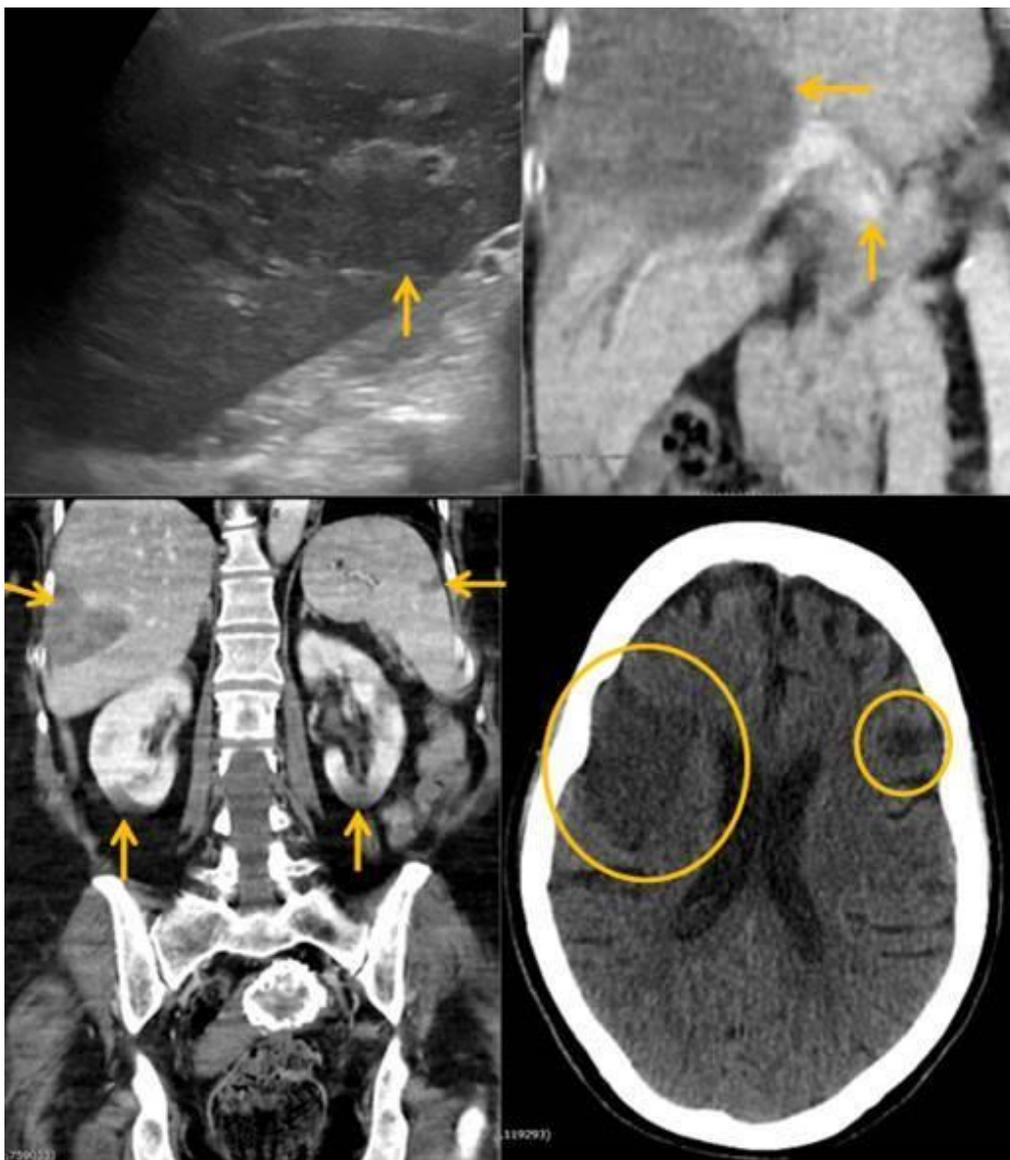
Imagen superior izquierda muestra ecografía abdominal con masa redondeada hipoeoica e hipovascular mediante Doppler. Imagen inferior izquierda TC abdominopélvico coronal imágenes triangulares de base periférica hipovasculares en bazo ambos riñones e hígado sugerentes de infartos múltiples Imagen superior derecha detalle lesión hepática hipovascular y pequeño defecto parcial de repleción en vena porta. Imagen inferior derecha TC craneal sin contraste con áreas hipovasculares sugerentes de infartos múltiples.
